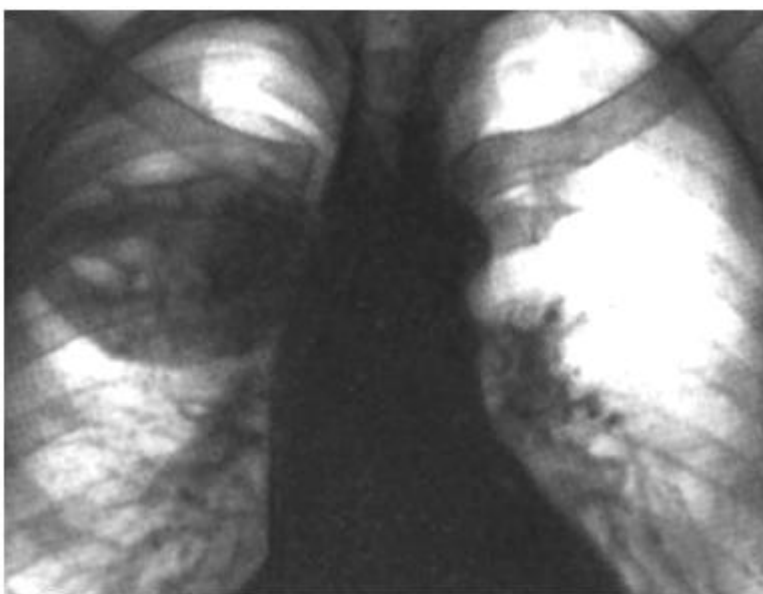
Оглядова рентгенографія органів грудної клітки. Пряма проекція. Периферичний рак правої легені.
